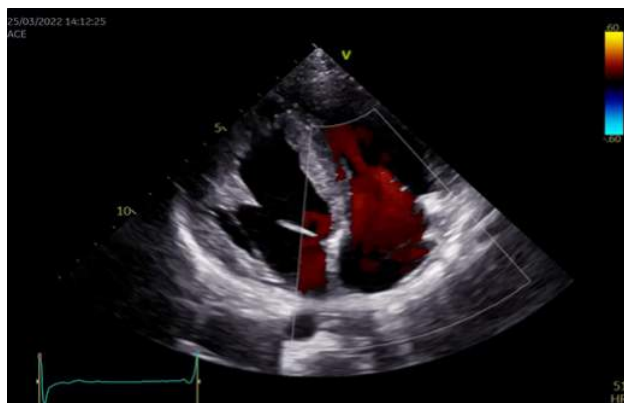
Эхокардиографическая картина гипертрофии миокарда с максимальной толщиной в проекции переднеперегородочной области до 15 мм (3,61 Z-score).
